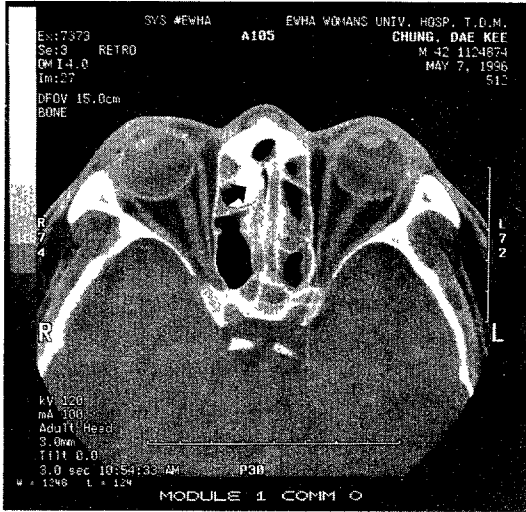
Axial(above) & coronal(below) computerized tomographs of paranasal sinus showing soft tissue densities in ethmoid and maxillary sinuses and homogenous bony density(arrows) in right anterior ethmoid sinus.
